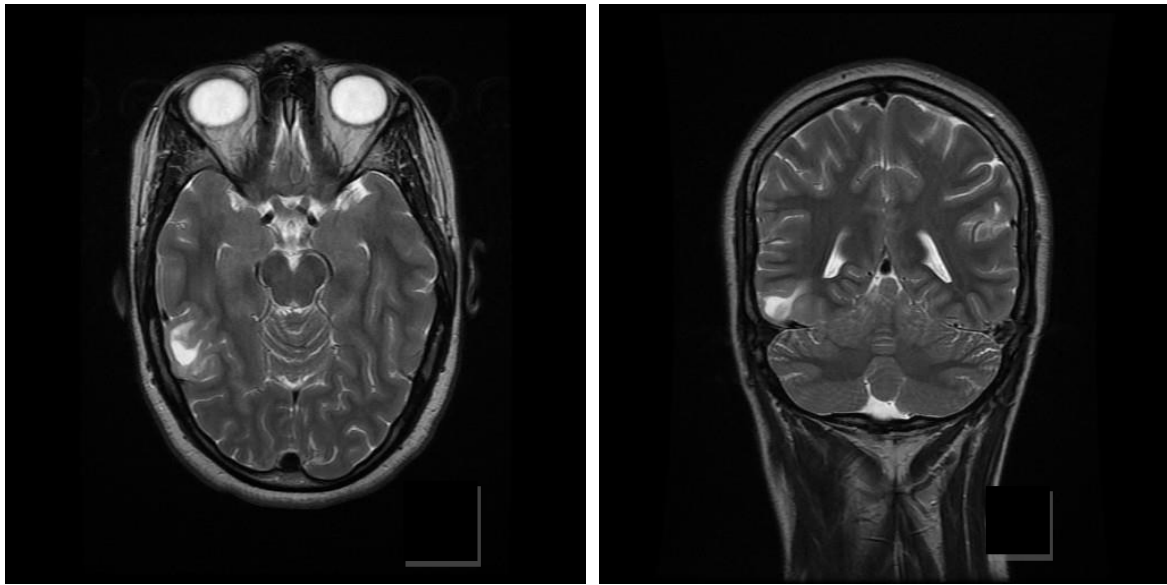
Tumeur DNT, coupe axiale (à gauche) et coronale (à droite), séquence T2 (IRM) (patient de la série).
